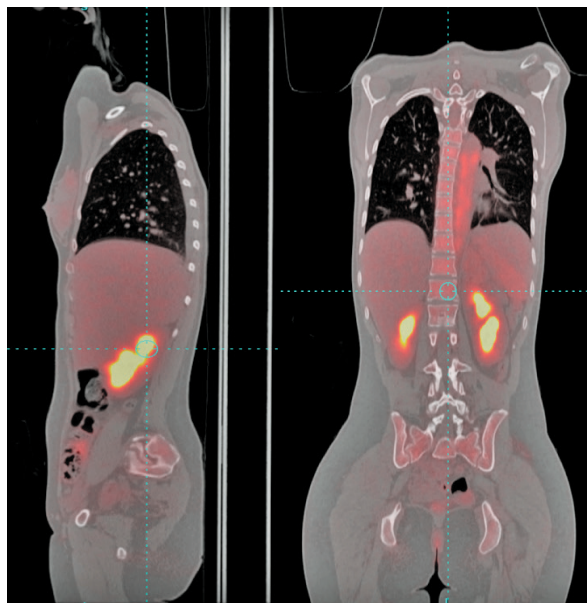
ПЭТ/КТ пациентки Е. При анализе ПЭТ/КТ данных отмечается физиологическое повышение метаболической активности в миокарде левого желудочка, почках с обеих сторон, фрагментарно по ходу мочеточников, мочевом пузыре, фрагментарно по ходу петель кишечника. Интенсивное патологическое накопление 18F-ФДГ в стенках магистральных артерий изученного уровня (SUVmax артерий > SUVmax печени = 1,62 и 3 балла по критерию): плечевого ствол и проксимальных отделах правой сонной и правой подключичной артерий SUVmax = 3,39 и 2,83 балла соответственно; в левой сонной и проксимальных отделах левой подключичной артерий SUVmax = 2,57 и 2,54 балла соответственно; дуга и грудной отдел аорты SUVmax = 3,61 балла; брюшной отдел аорты SUVmax = 3,45 балла. С утолщением стенок вышеперечисленных пораженных артерий от 2 мм до 5 мм
